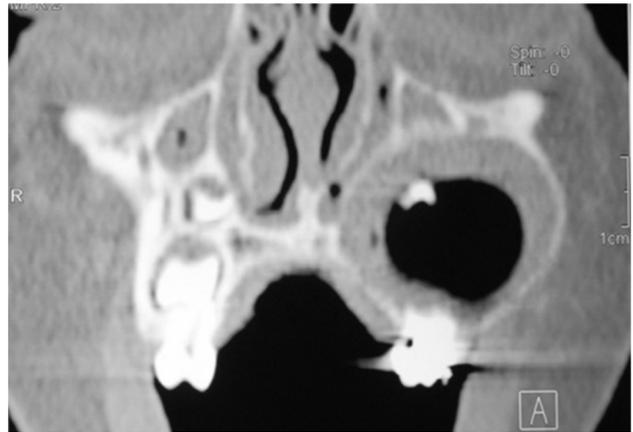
Corte coronal de la tomografía axial computarizada
